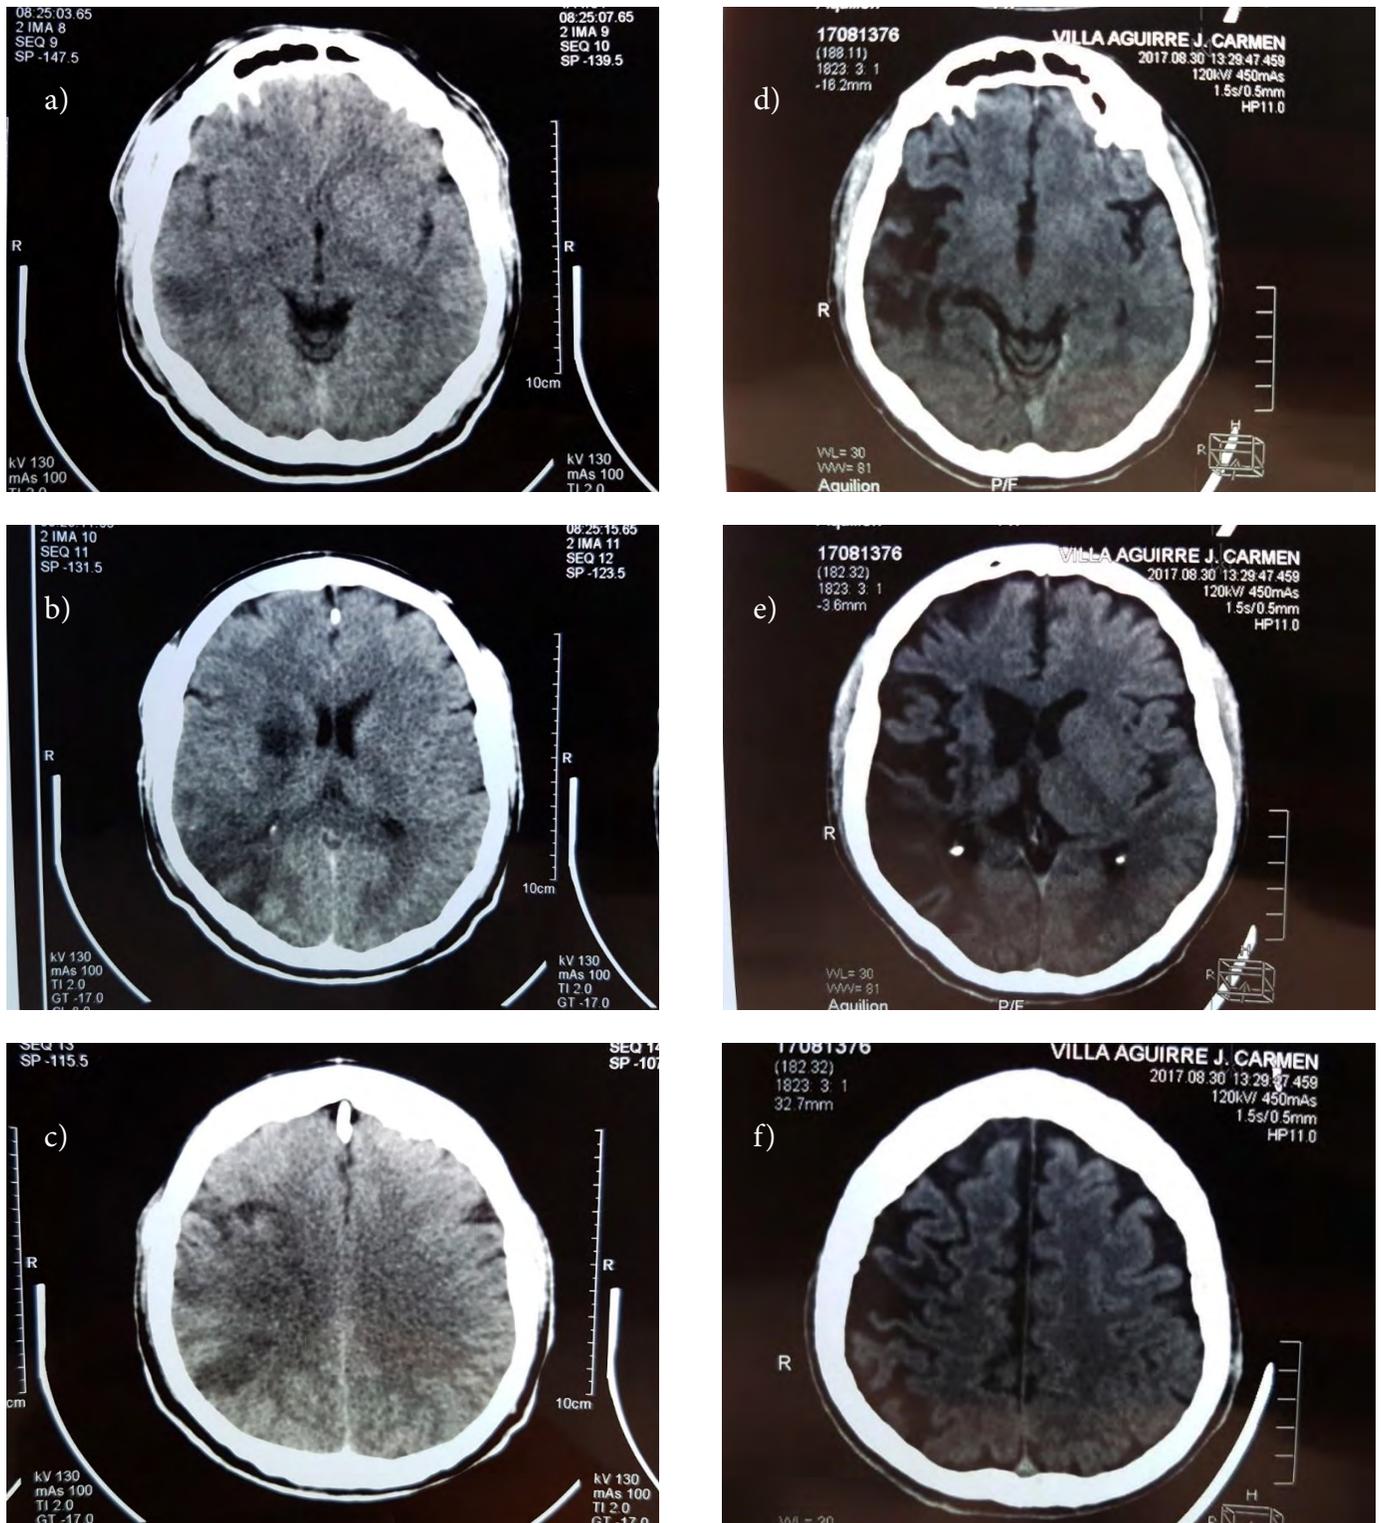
Tomografía axial computarizada de cráneo. a) Se observa corte frontotemporal; b) Frontoparietal bajo y c) Frontoparietal alto correspondientes al 4 de noviembre de 2004 y d) Corte frontotemporal; e) Frontoparietal bajo y f) Frontoparietal alto correspondientes al 30 de agosto de 2017 donde es notoria la atrofia frontotemporal y frontoparietal de predominio derecho.
